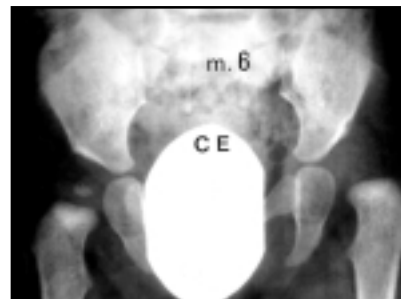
Displasia dell'anca sinistra con sublussazione dell'epifisi femorale in bambina di 6 mesi presentante un decubito obbligato verso destra. Familiarità negativa. Segno dello scatto di Ortolani costantemente assente fin dalla nascita. Normalizzazione del quadro radiografico a 15 mesi di vita, con trattamento ortopedico. Paziente del 3° gruppo.
